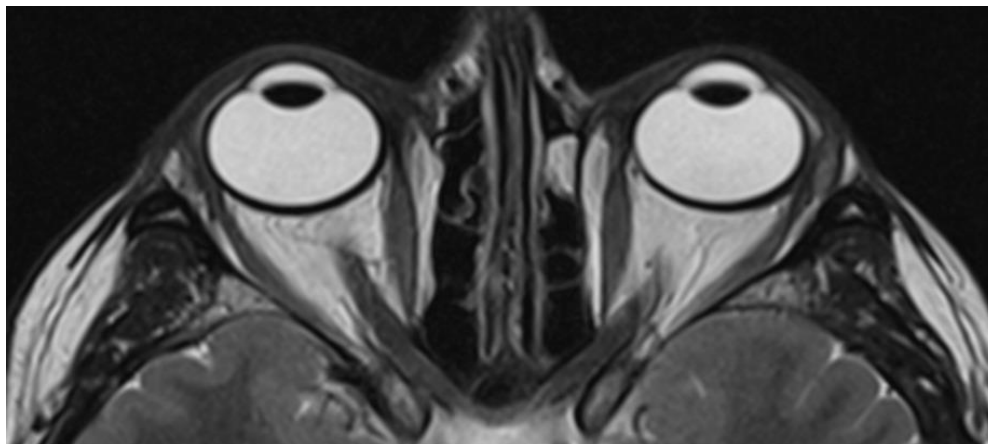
Prikaz magnetske rezonancije orbita mišićno - dominantnog fenotipa, T1 mjerno vrijeme, aksijalna ravina
